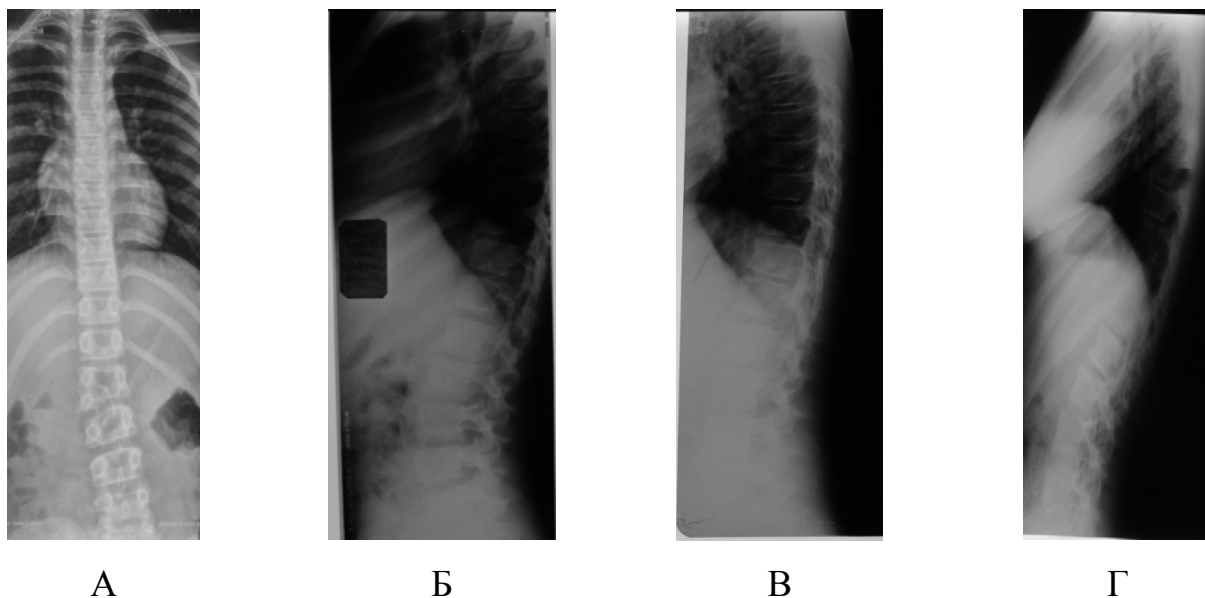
Рентгенограммы пациента О . (№13) в прямой и боковой проекциях (возраст с 9 лет до 13 лет 5 месяцев) с общим лордозом, соответствующим возрастной норме, при заднебоковом правостороннем сверхкомплектном полусегментированном полупозвонке L2 (конкресцированным с L1 позвонком), где: А, Б – первичные спондилограммы; В – спондилограмма через 2 года наблюдения; Г – спондилограмма через 4 года наблюдения
